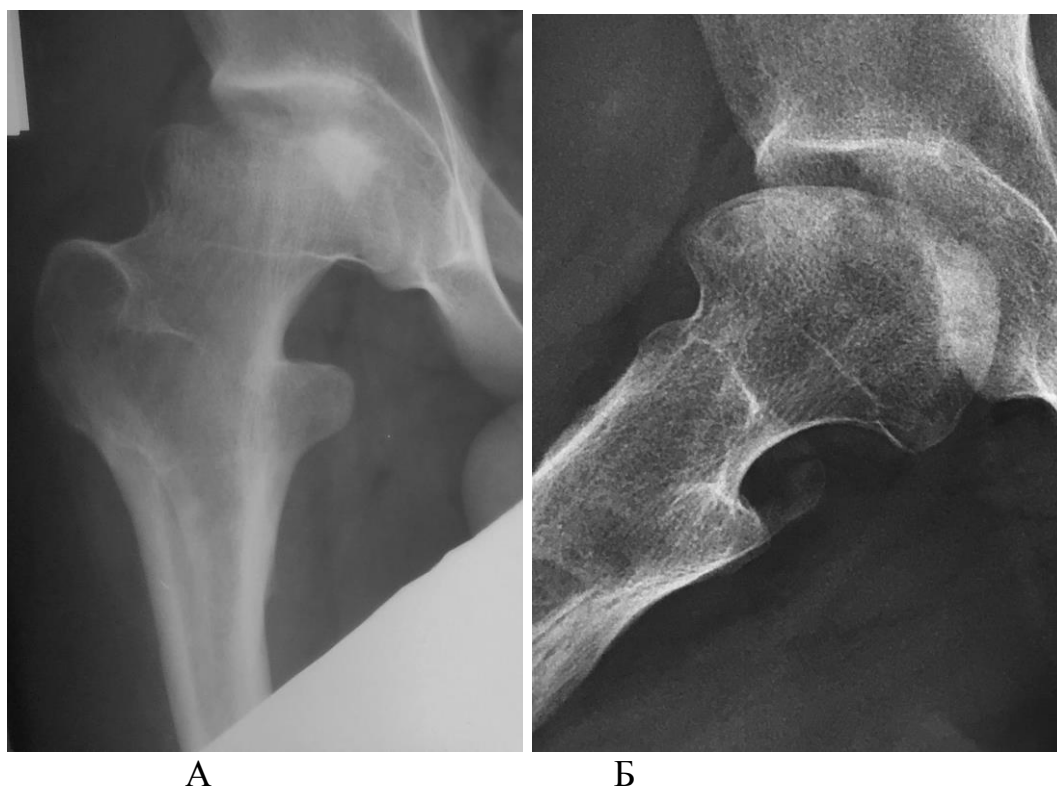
Рентгенограммы правого тазобедренного сустава Пациент К. 12 лет, где А - в прямой проекции и Б - укладка по Лаунштейну в стадии исхода заболевания. Имеются выраженные изменения головки бедренной кости-деформация наружного отдела и уплощение средней части
